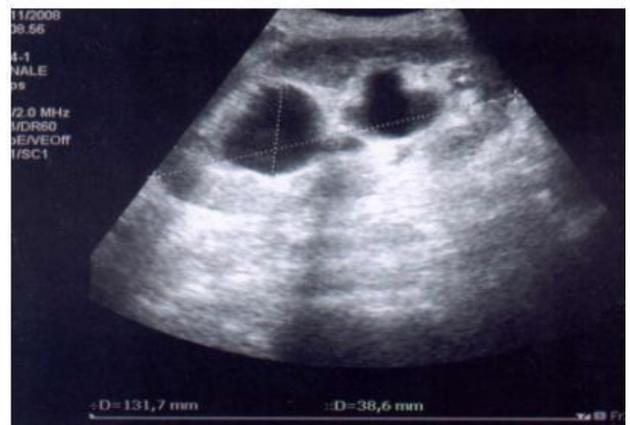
Ecografia renale. Sonda 3.5 MHz. Rene trapiantato da circa 5 anni in fossa iliaca destra di volume lievemente aumentato (asse lungo >12 cm), con ecostruttura conservata, senza segni di rigetto.
